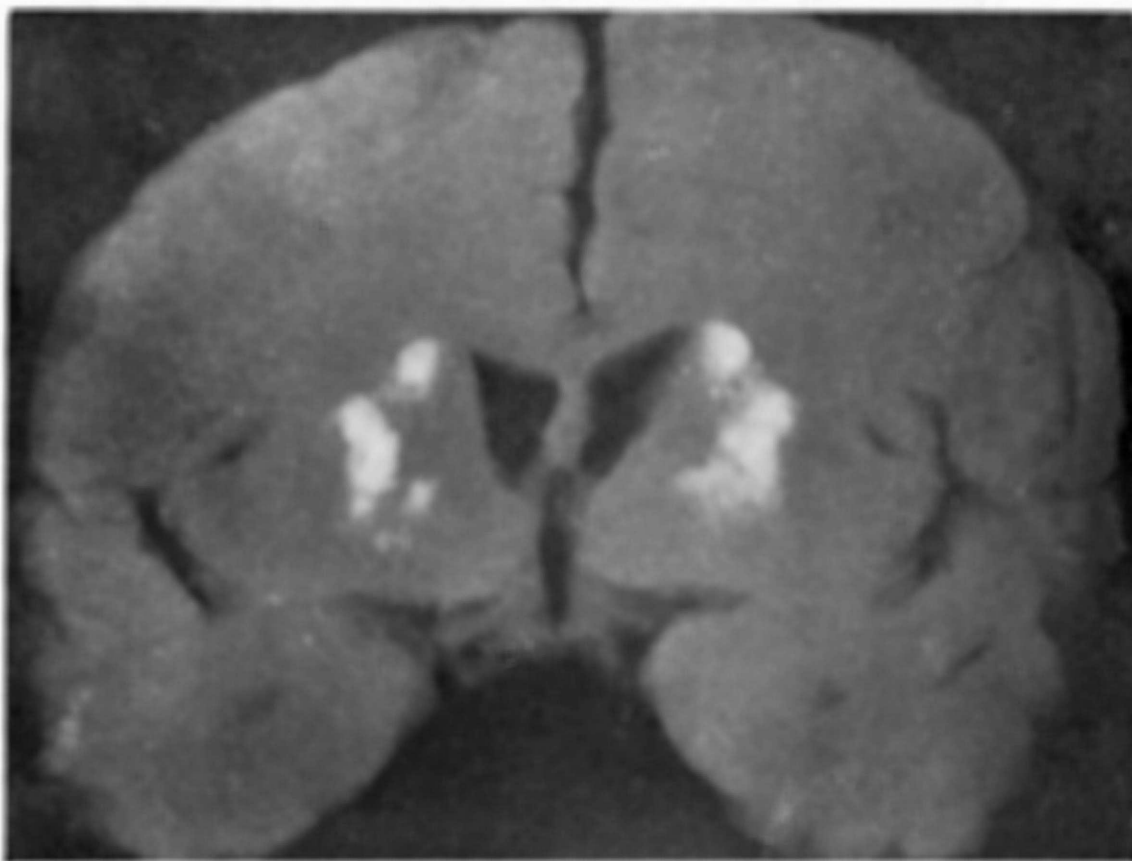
Demonstração do material calcificado em núcleos da base, em radiografia da fatia de cérebro mostrada na figura anterior.
